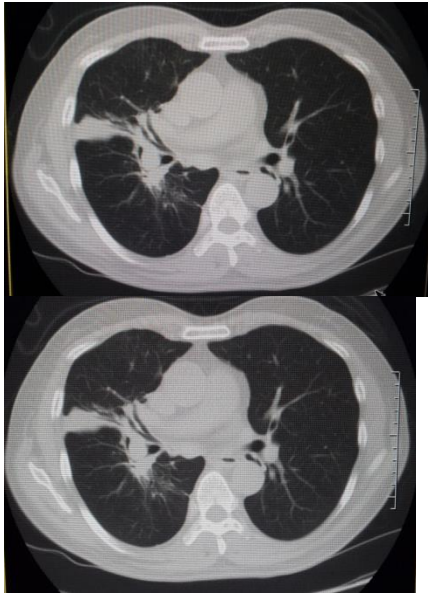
Gambar Hasil Radiograf MSCT Thoraks pada kasus Tumor Paru Slice ke 32, Variasi *Window Width* 1700 dan *Window Width* 1800 dengan pengaturan *Window Level* -600
